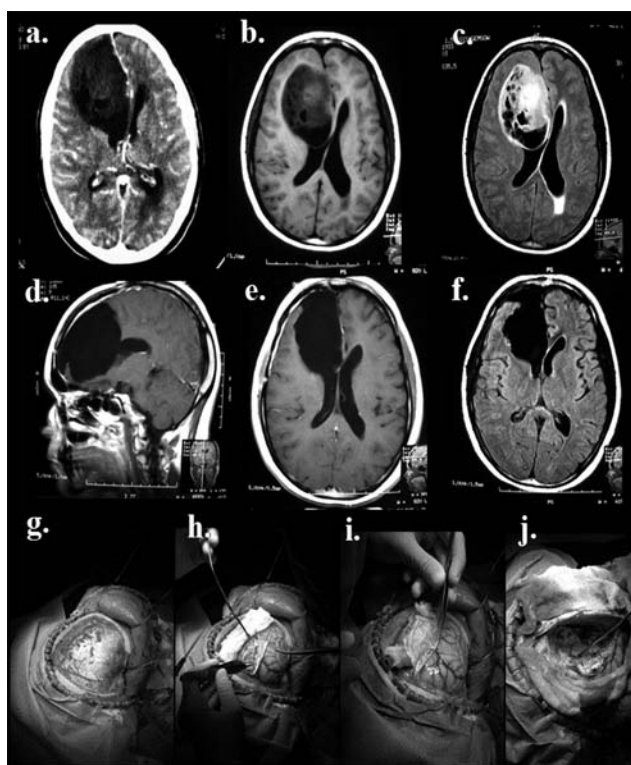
a. Imagen preoperatoria TC con contraste. Se observa voluminosa lesión intraxial frontal derecha, con áreas quísticas en su interior y captación sutil de contraste, que produce efecto de masa sobre estructuras de línea media.
